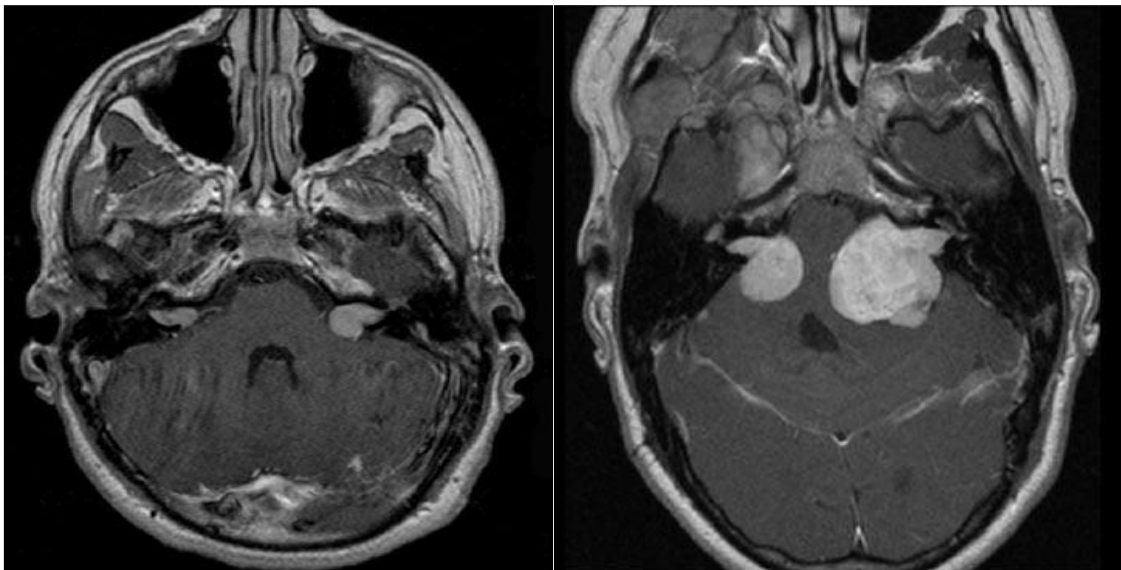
Transversalschnitte zweier Magnetresonanztomografie-Aufnahmen des Schädels mit bilateralen Vestibularisschwannomen unterschiedlicher Größe. Links: Tumorstadium T2 und T3a, rechts: T4a und T4b (jeweils von links nach rechts).
